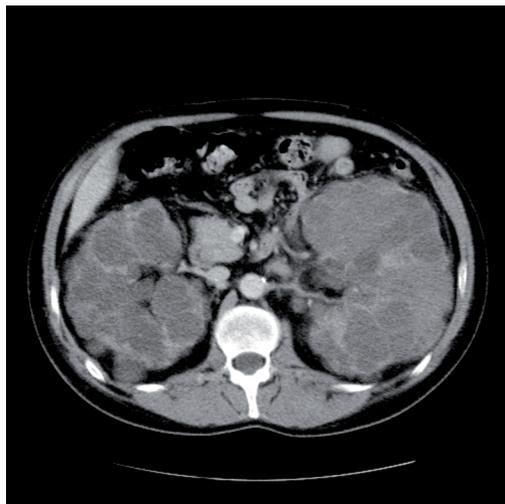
Poliquistosis renal bilateral. TC.
